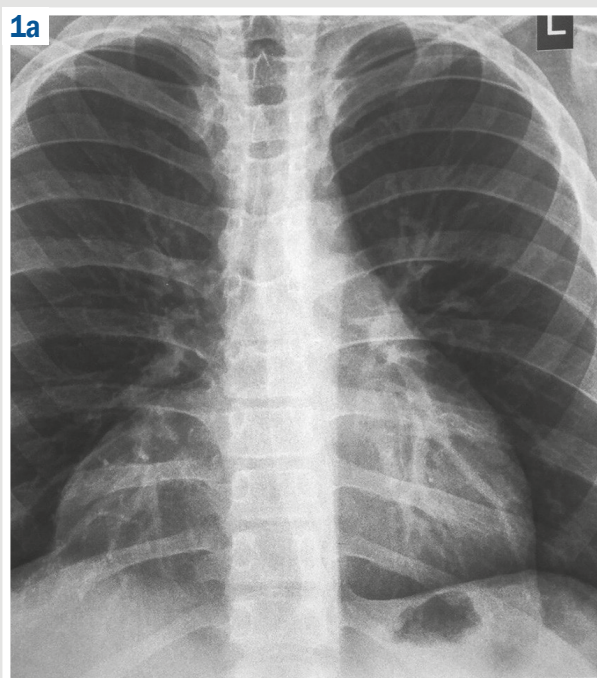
Оглядова рентгенографія органів грудної клітки хворого К.
